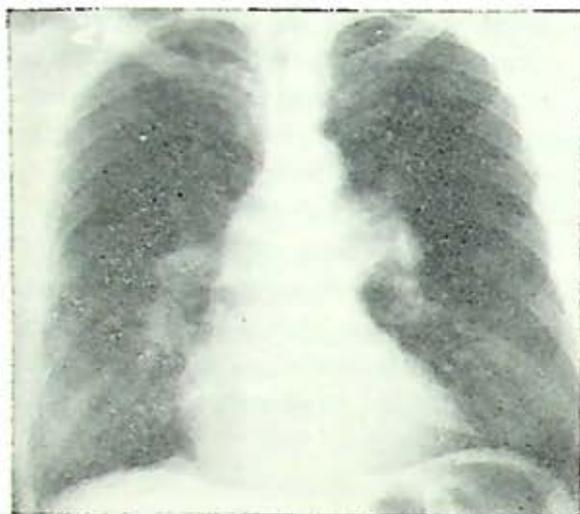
Radiografía del pulmón del mismo enfermo que demuestra aumento de la radiolucencia en la mitad superior del pulmón derecho, aumento del calibre de las arterias pulmonares y aumento de la silueta cardíaca.
